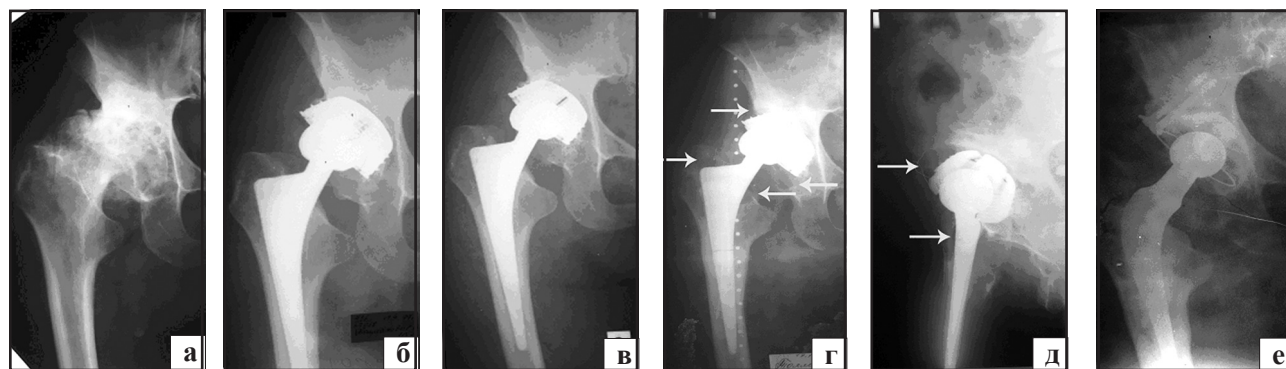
Фотоотпечатки рентгенограмм пациентки Т., 57 лет; и.б. №57028: до операции (а), после операции (б), через пять лет после операции (в), через 10 лет после операции, нестабильность обоих компонентов эндопротеза (г, д), рэндопротезирование (е). Стрелкой указана зона накопления продуктов износа пары трения
